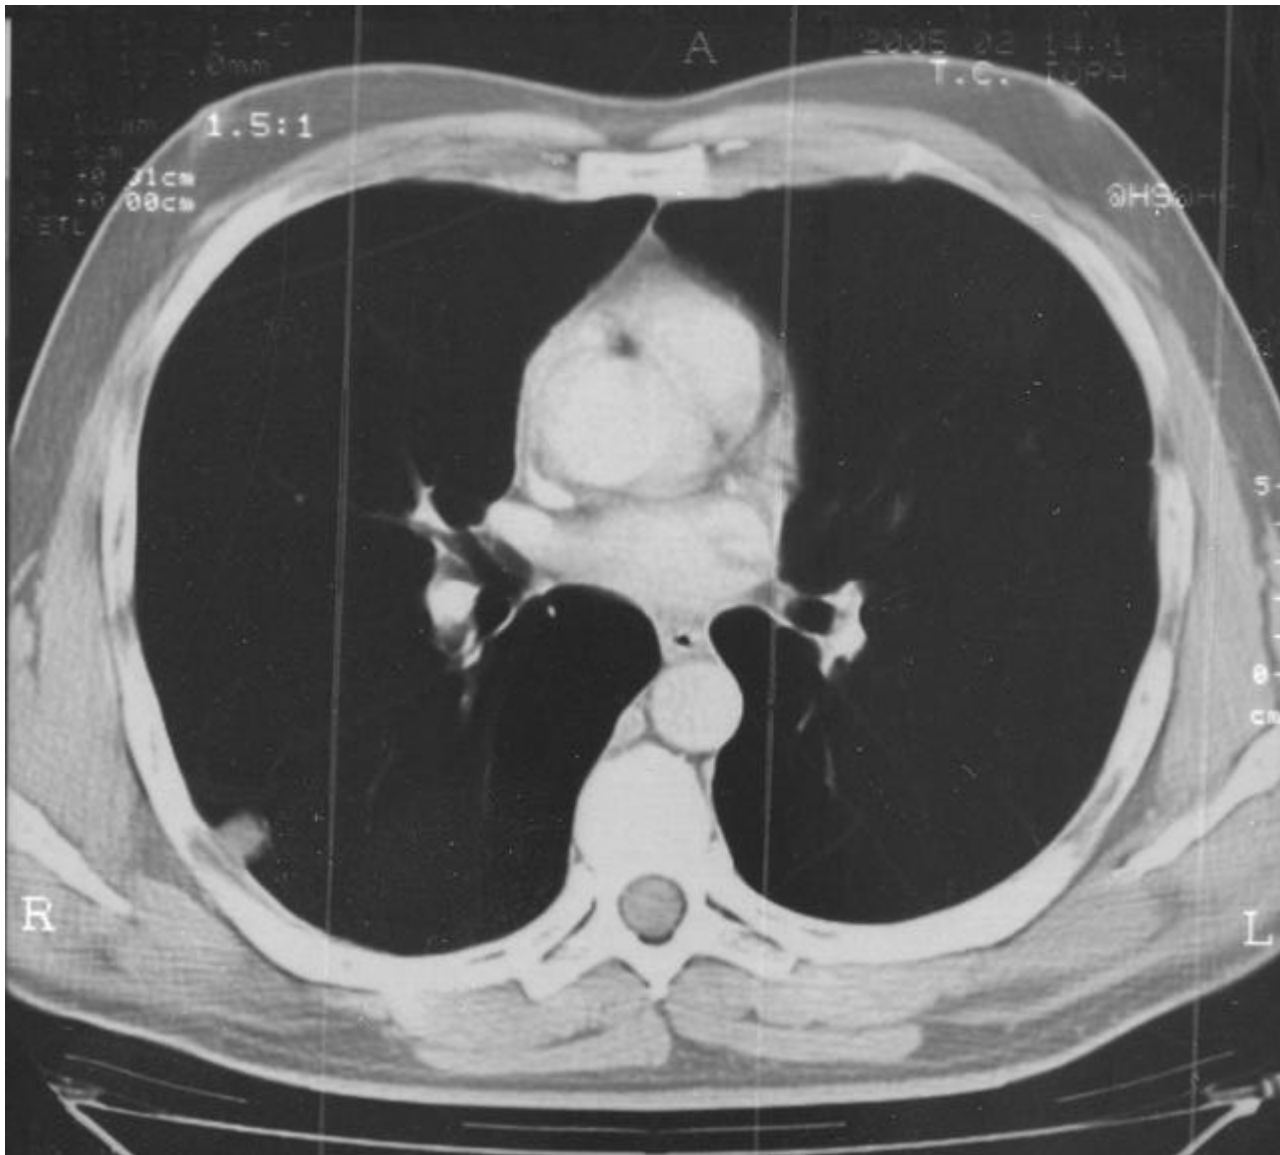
TAC. - Nódulo circunscrito subpleural derecho
